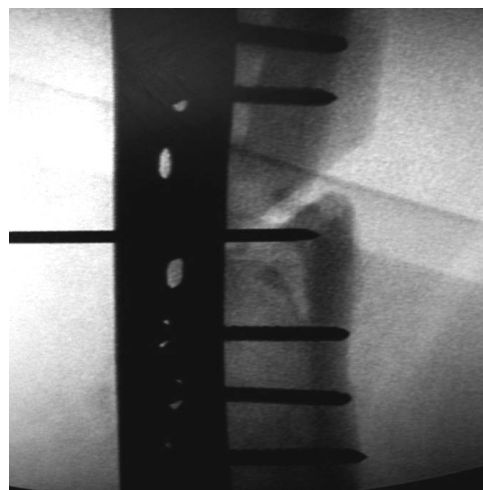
Введение спицы в зону несросшегося перелома правой бедренной кости (рентгенограмма).
